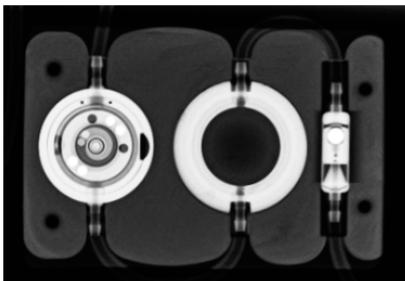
Röntgenbild Valve Board mit proGAV 2.0 mit Vorkammer, lumbal rechts
